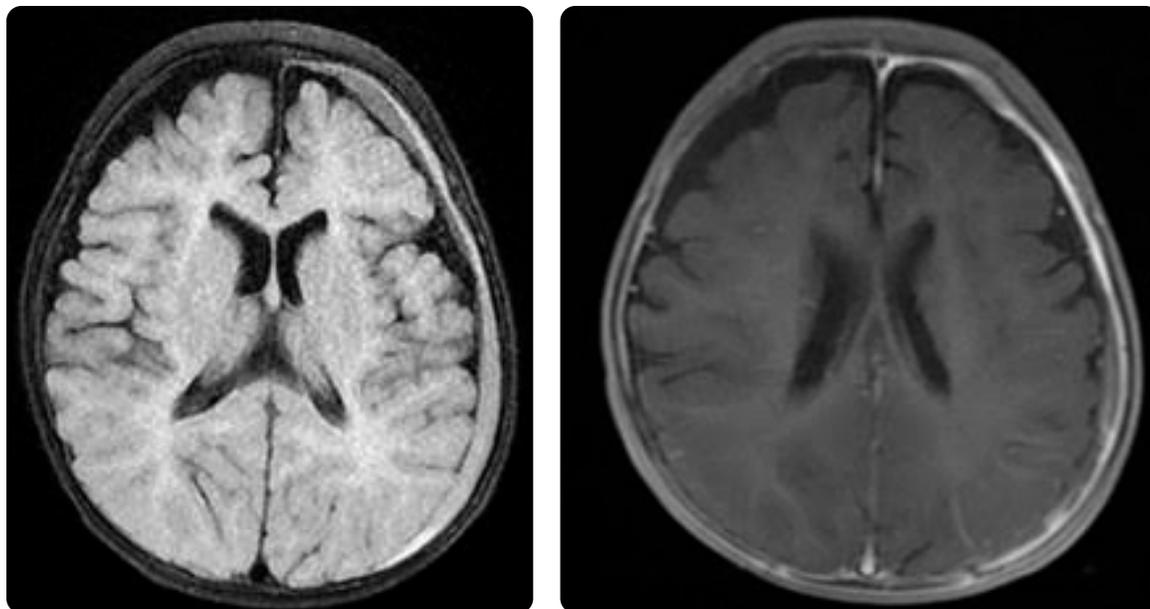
RM de control secuencia FLAIR. Se identifica colección subdural hemisférica izquierda sin desviación de la línea media ni efecto compresivo significativo. T1 con saturación grasa poscontraste que muestra persistencia del realce dural continuo y grueso sin realce leptomenígeo asociado.
